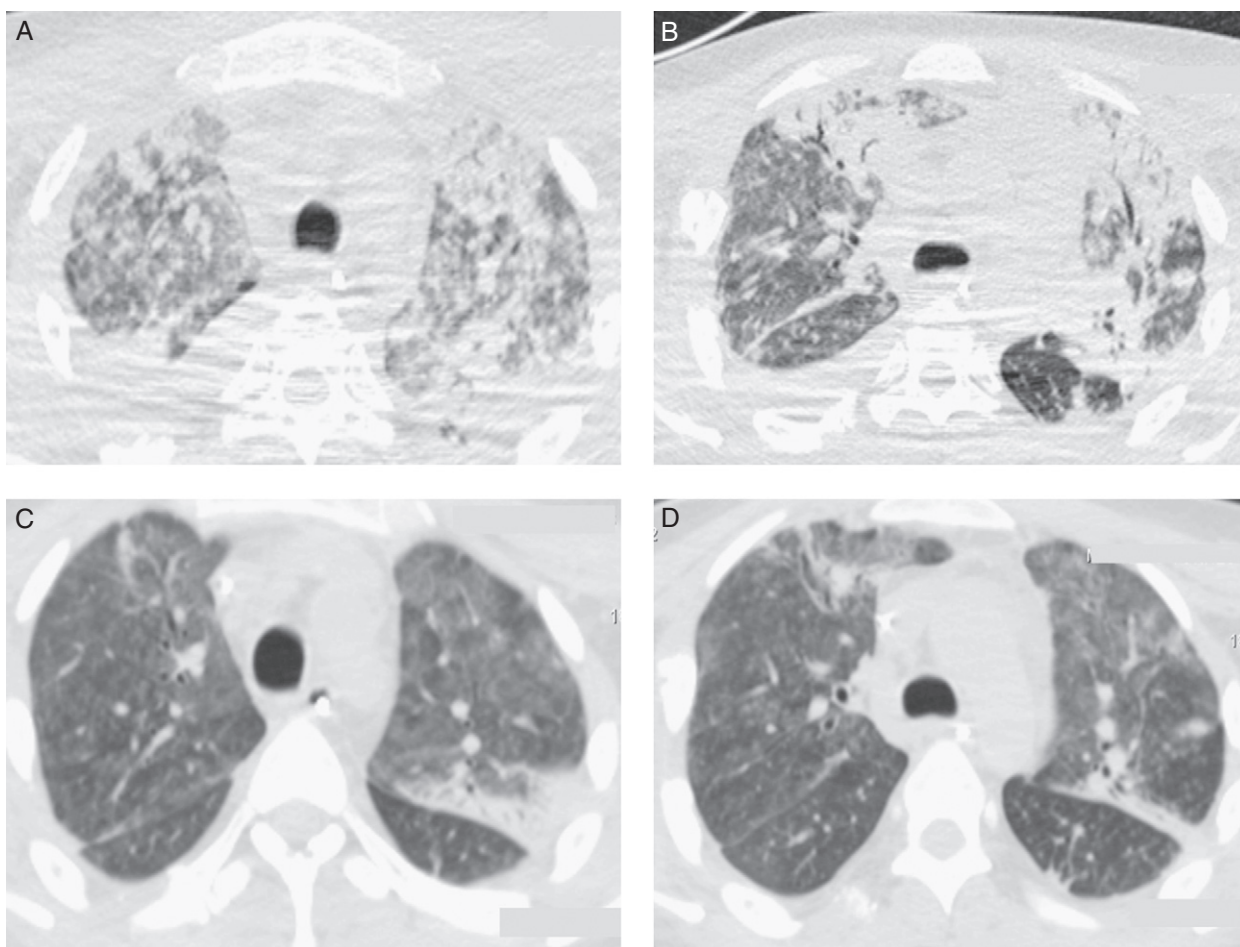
A y B: tomografía computarizada de alta resolución durante el distrés grave antes de la utilización de ECMO, donde se observan infiltrados parcheados difusos. C y D: tomografía computarizada durante la rehabilitación del paciente, un mes después de la utilización de ECMO, con mejoría de los infiltrados alveolares.
